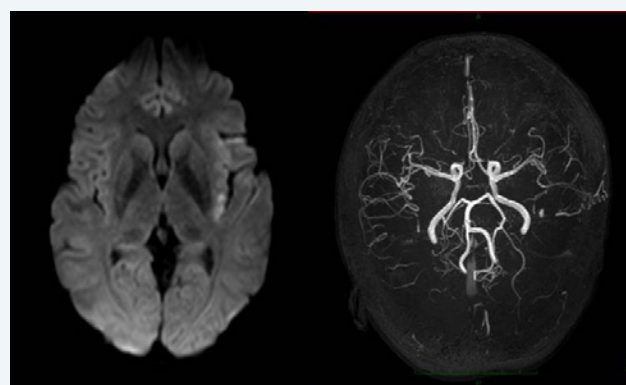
Left: Diffusion-weighted MRI showed a small hyperintensity area in the left insular cortex. Right: MRA yielded a poor image of the left middle cerebral artery branches.
